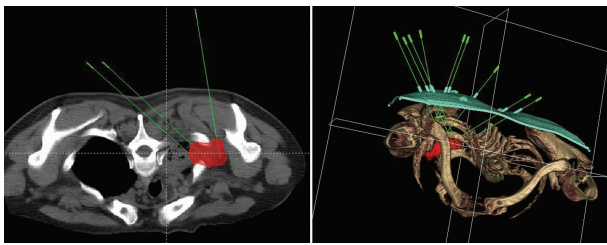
根据患者术前 CT 图像制定进针及粒子排布计划,设计 3D 个性化模板
